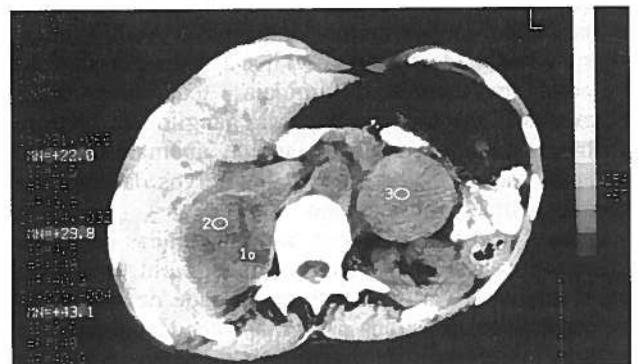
TAC Abdominal. Tumor supra-renal bilateral
